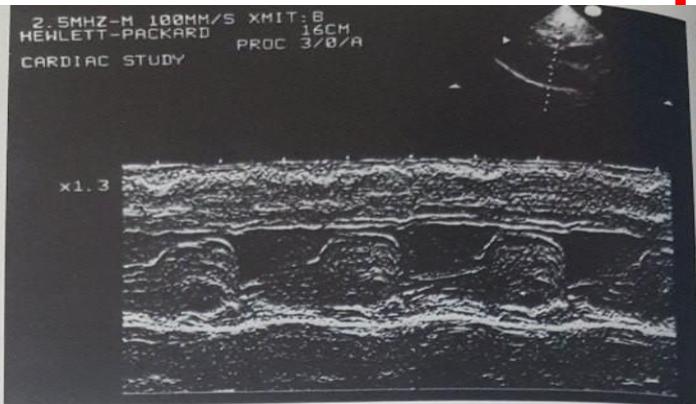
Одномерная эхокардиограмма (М-режим) больной М., 32 лет.
